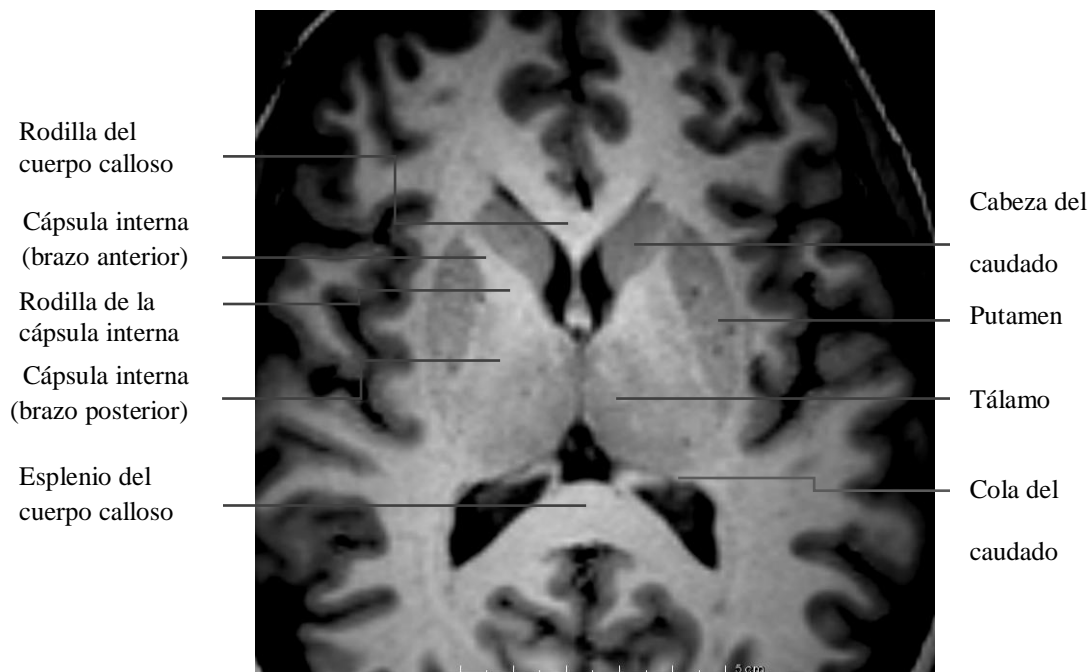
Imagen de RM, secuencia 3DFSPGR, plano axial, donde se aprecian la mayoría de los núcleos basales y estructuras adyacentes, destacando los principales tractos de sustancia blanca circundantes.
